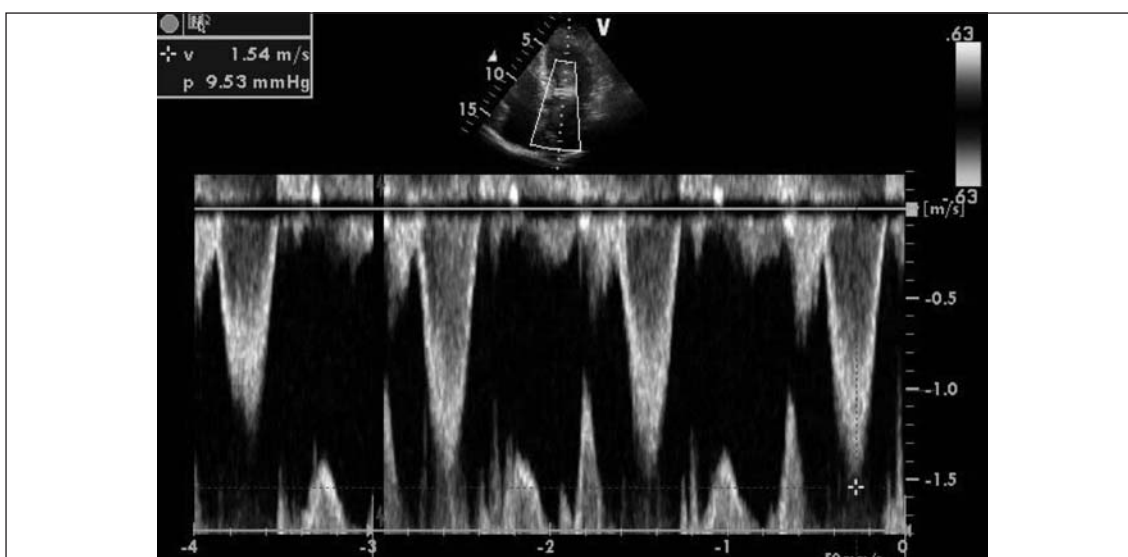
Doppler continuo con muestra localizada en el TSVI, donde la velocidad máxima encontrada (1,54 m/seg) permite determinar leve gradiente pico de 9,53 mmHg.
